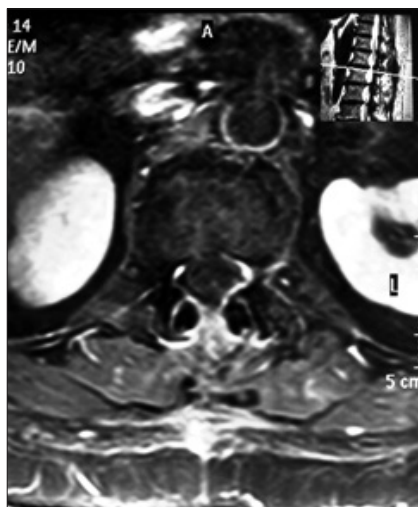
Resonancia magnética post-op. T1Gad. Corte axial, se aprecia laminectomía y ausencia de signos de recidiva de la lesión.
